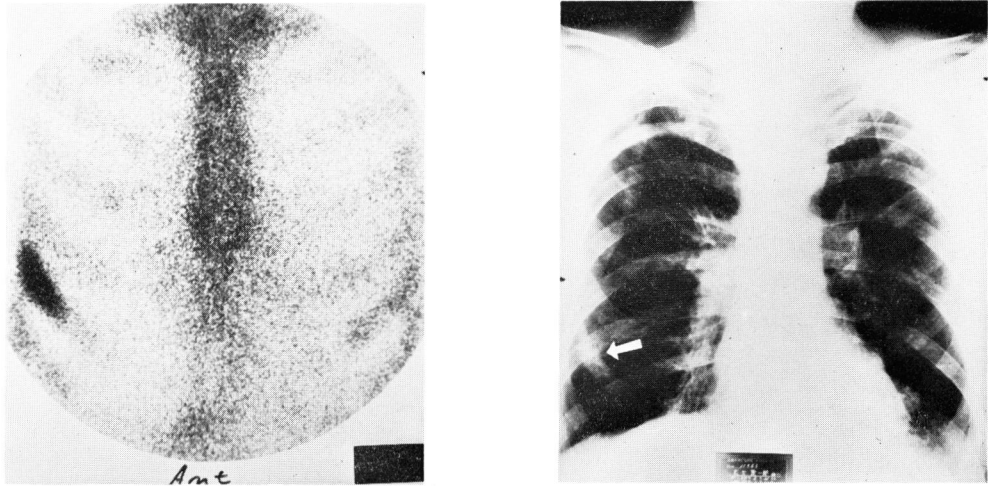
Comparison of scintigraphy and radiography of case 1.
